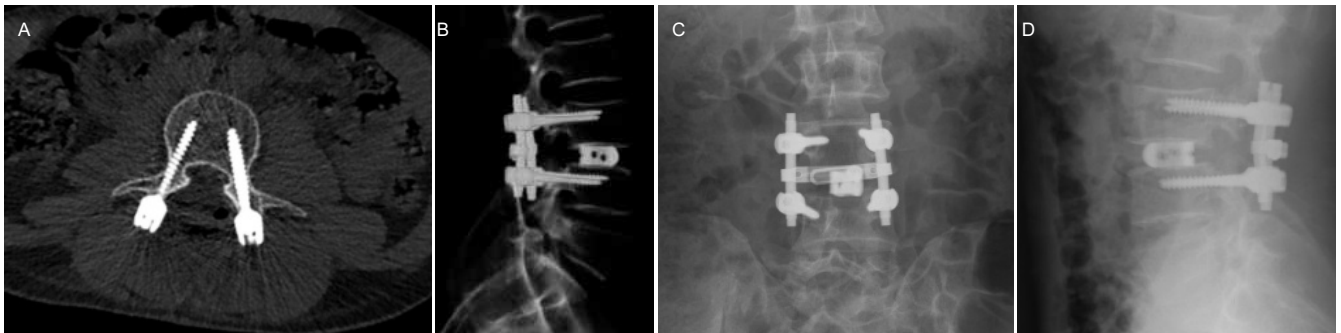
术后复查双能CT和X光片评价螺钉置入准确率
